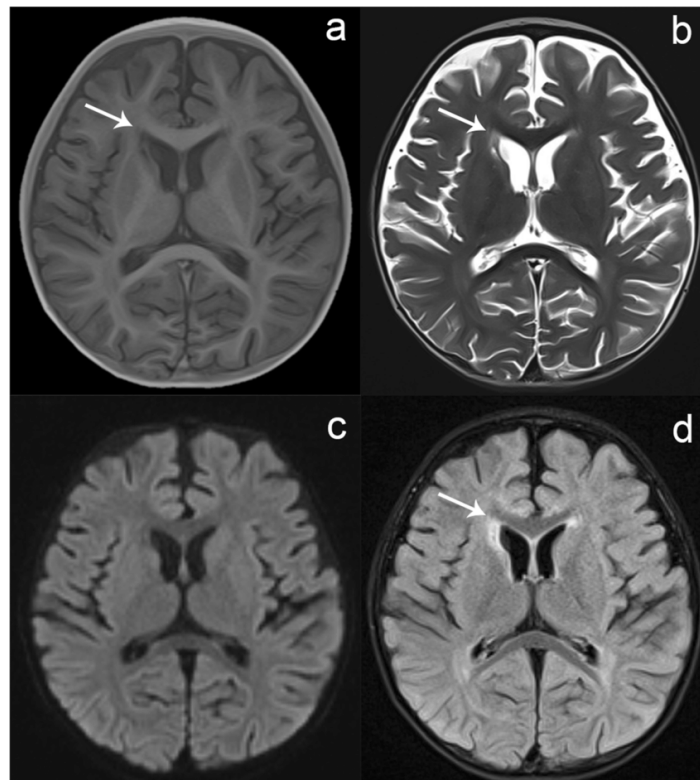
Secuenciaciones de imágenes de resonancia magnética (MRI): a) T1; b) T2; c) DWI; d) T2 Flair.
